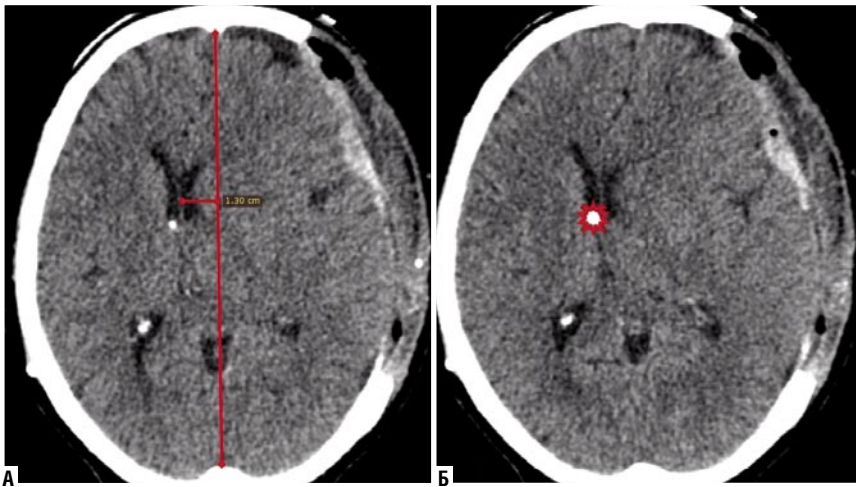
КТ головного мозга. Состояние через 48 часов после декомпрессивной трепанации черепа слева.
